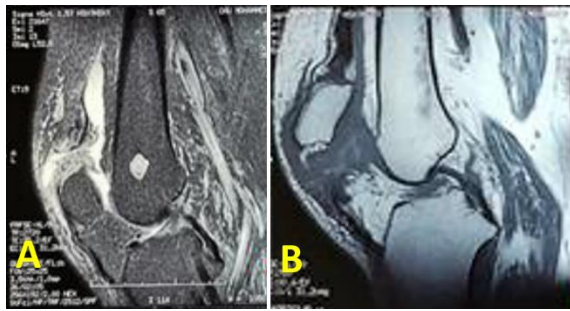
Magnetic resonance imaging revealing rupture of the quadriceps tendon of the left knee (A) and patellar tendon of the right knees (B)
